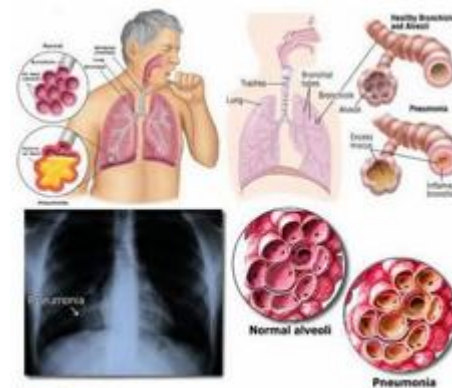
X-Ray thorax, proyeksi PA, posisi supine, asimetris, inspirasi dan kondisi cukup.
